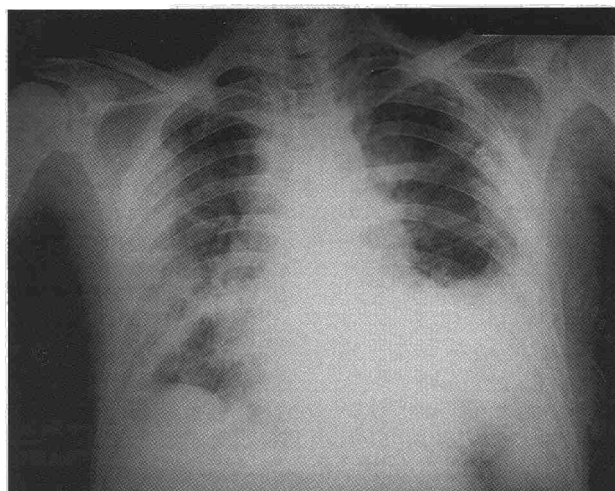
Radiografía de tórax después de la abrasión pleural izquierda.
